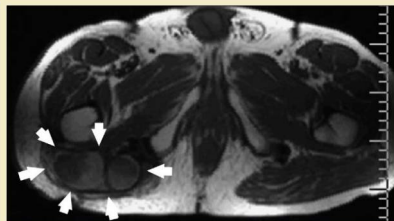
RM axial de un tumor desmoide glúteo de 9 cm (flechas) que reapareció tras una escisión amplia. El tumor estaba produciendo un efecto masa en el nervio ciático sin englobarlo.
